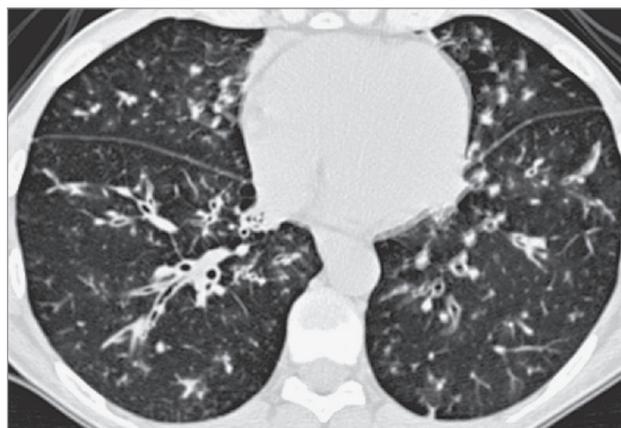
Гиперэозинофильный облитерирующий бронхиолит; центрилобулярные узелки (нодулярные структуры) преимущественно в субплевральных отделах легких, локально приобретающие вид Y-образных структур (симптом «дерева в почках»), расширенные бронхи 4–5-й генераций, утолщение стенок бронхов, в некоторых бронхах – признаки бронхиального секрета (центральные бронхоэктазы с содержимым). Компьютерная томография высокого разрешения
